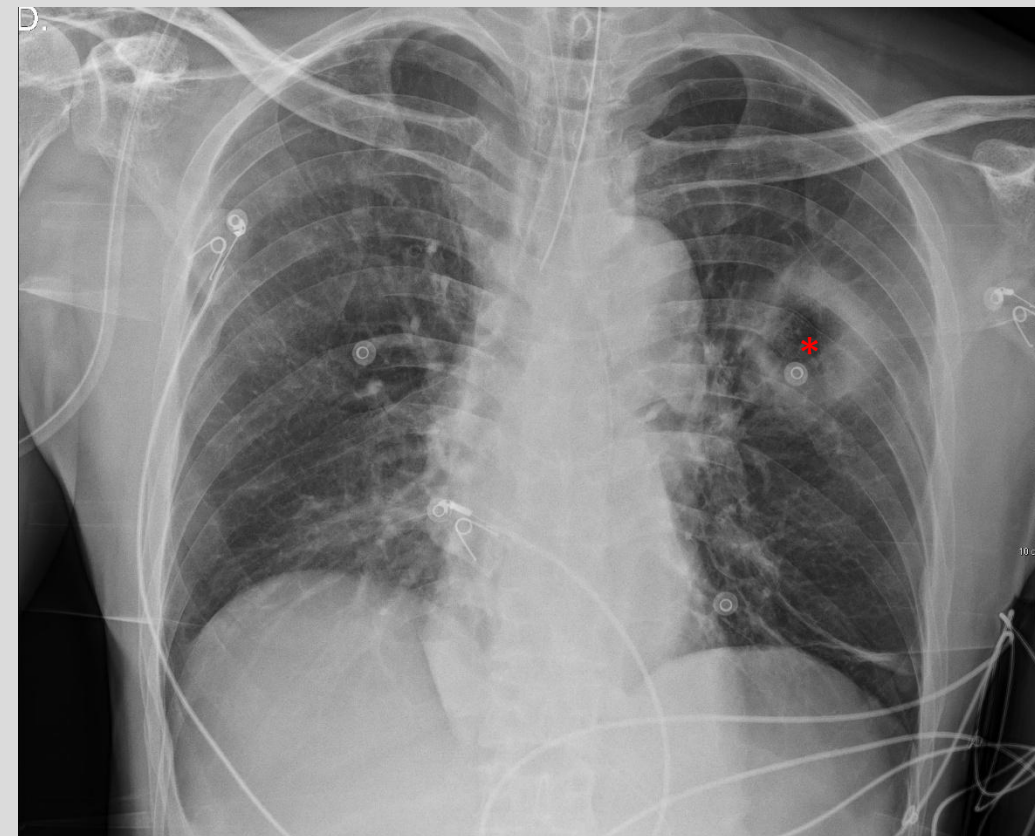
Radiografía de tórax en proyección posteroanterior
